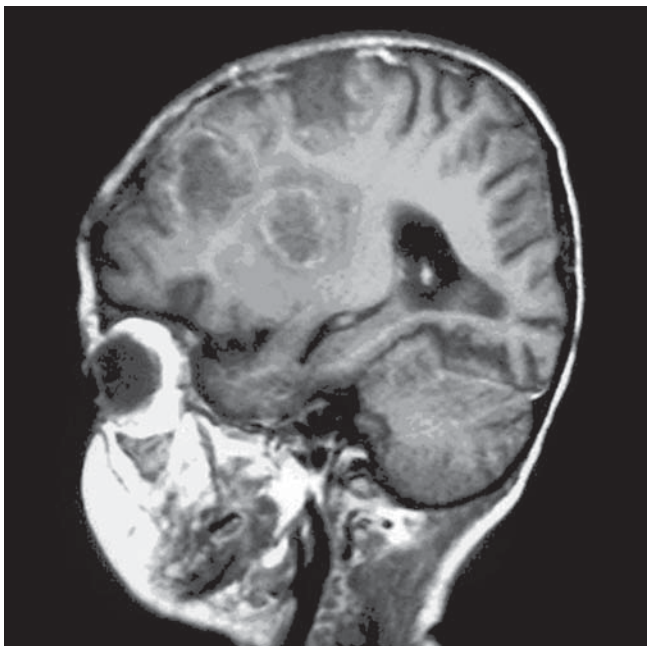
RM T₁: lesiones hipointensas con realce periférico en la región periventricular derecha y corticosubcortical frontal derecha, sugestivas de abscesos.
